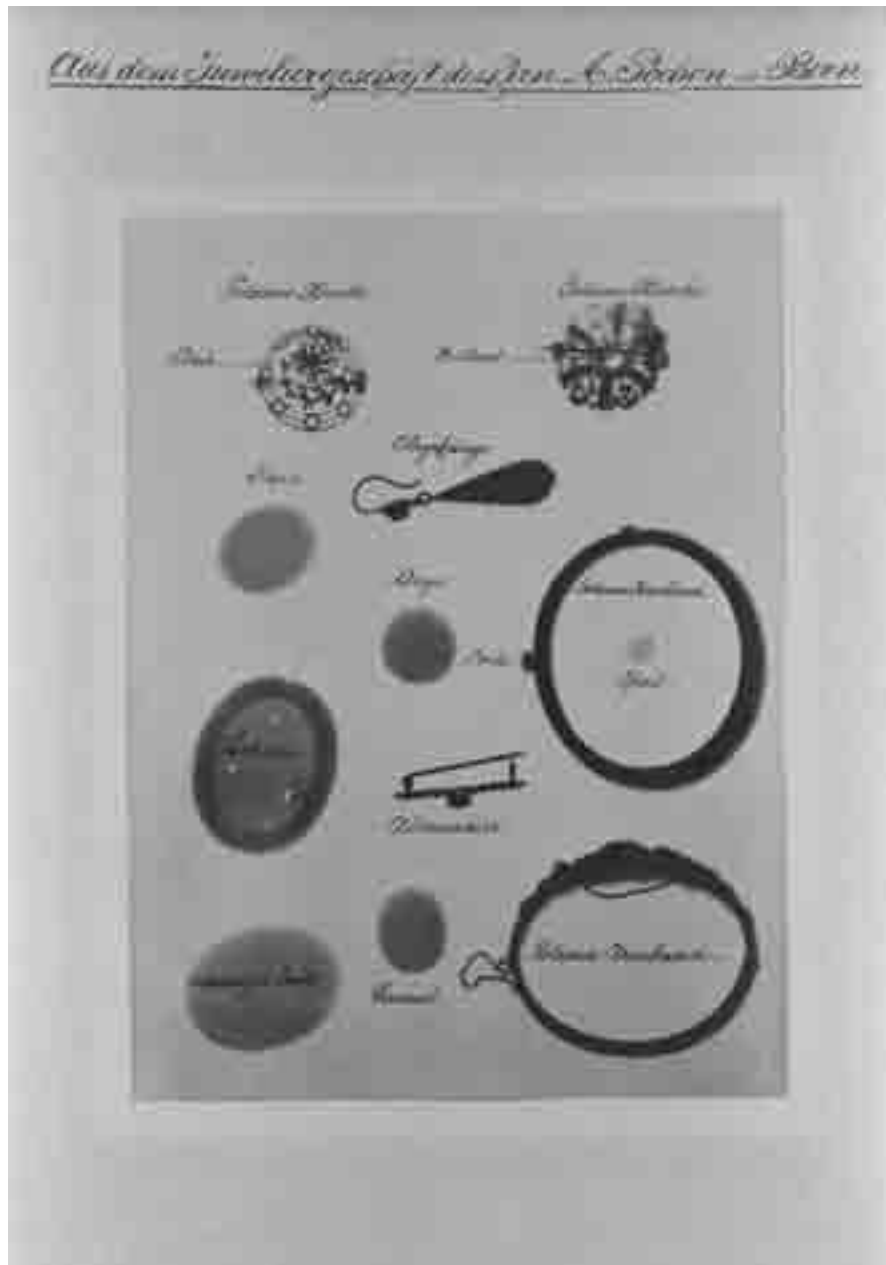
Radiographie von Aimé Forster: Material als Repräsentation von Dichte – «Aus dem Juwelergeschäft des Hrn. A. Pochon in Bern» (1896).
